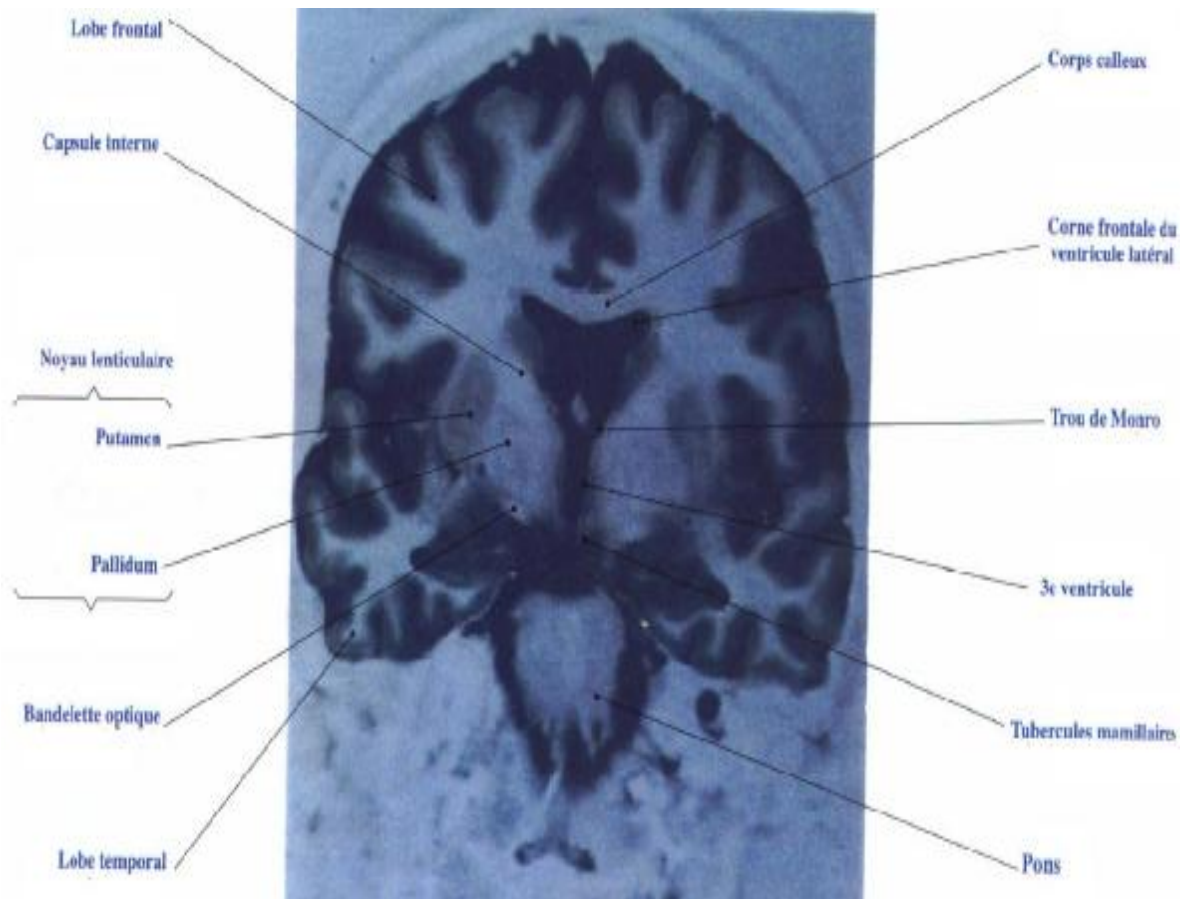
IRM T1, en coupe frontale passant par le trou de Monro. (24)
